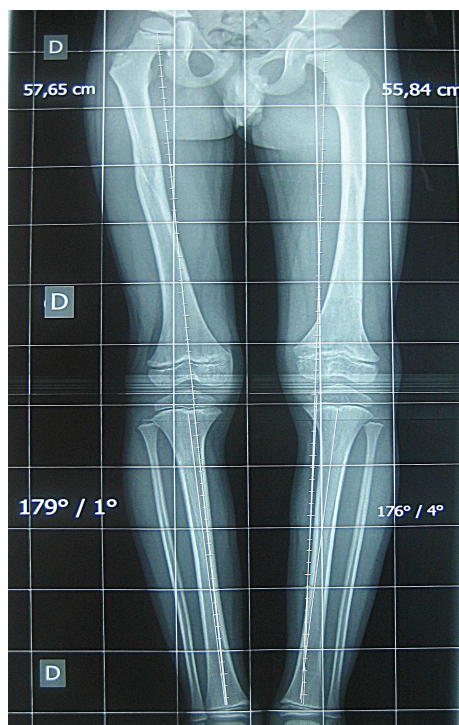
Radiographie de contrôle après 3 ans de recul montrant l'amélioration de l'inégalité de longueur des membres inférieurs qui est passé de 2,5cm à 1,81cm et la déformation radiologique de 45° à 4°.
